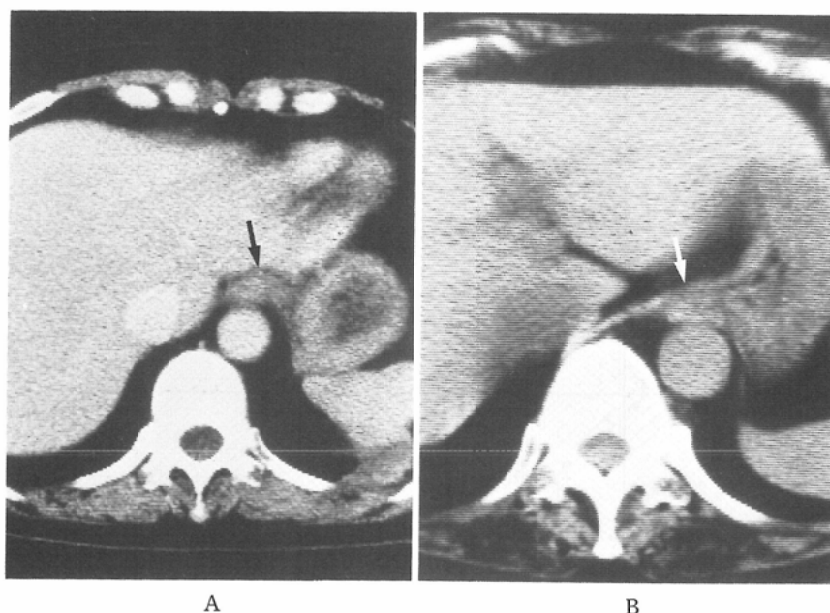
Normal appearance of abdominal esophagus on CT.
